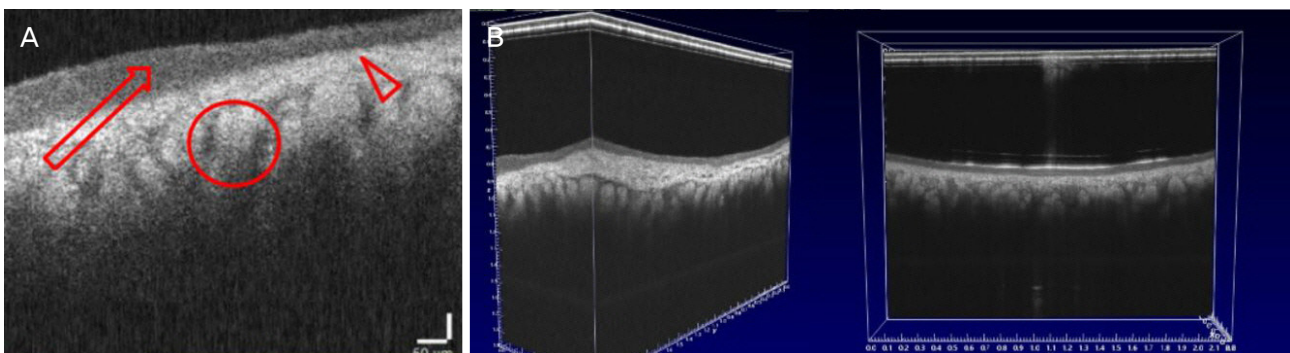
Anterior segment optical coherence tomography images of meibomian glands. (A) B-scan image of meibomian gland. B-scan image showed palpebral conjunctiva (arrow), tarsus (arrowhead), and meibomian gland (circle). (B) Three dimensional (3D) reconstructed image of meibomian gland.
